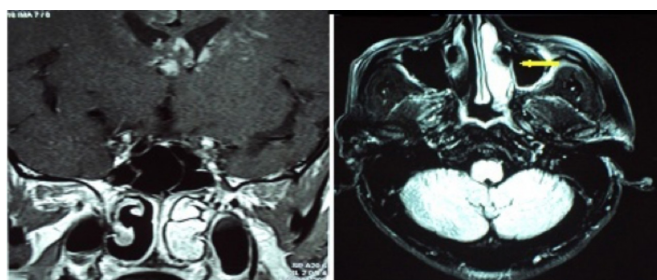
IRM du massif facial montre une prise de contraste importante du cornet inférieur droit d'origine inflammatoire au cours d'une sarcoïdose.
